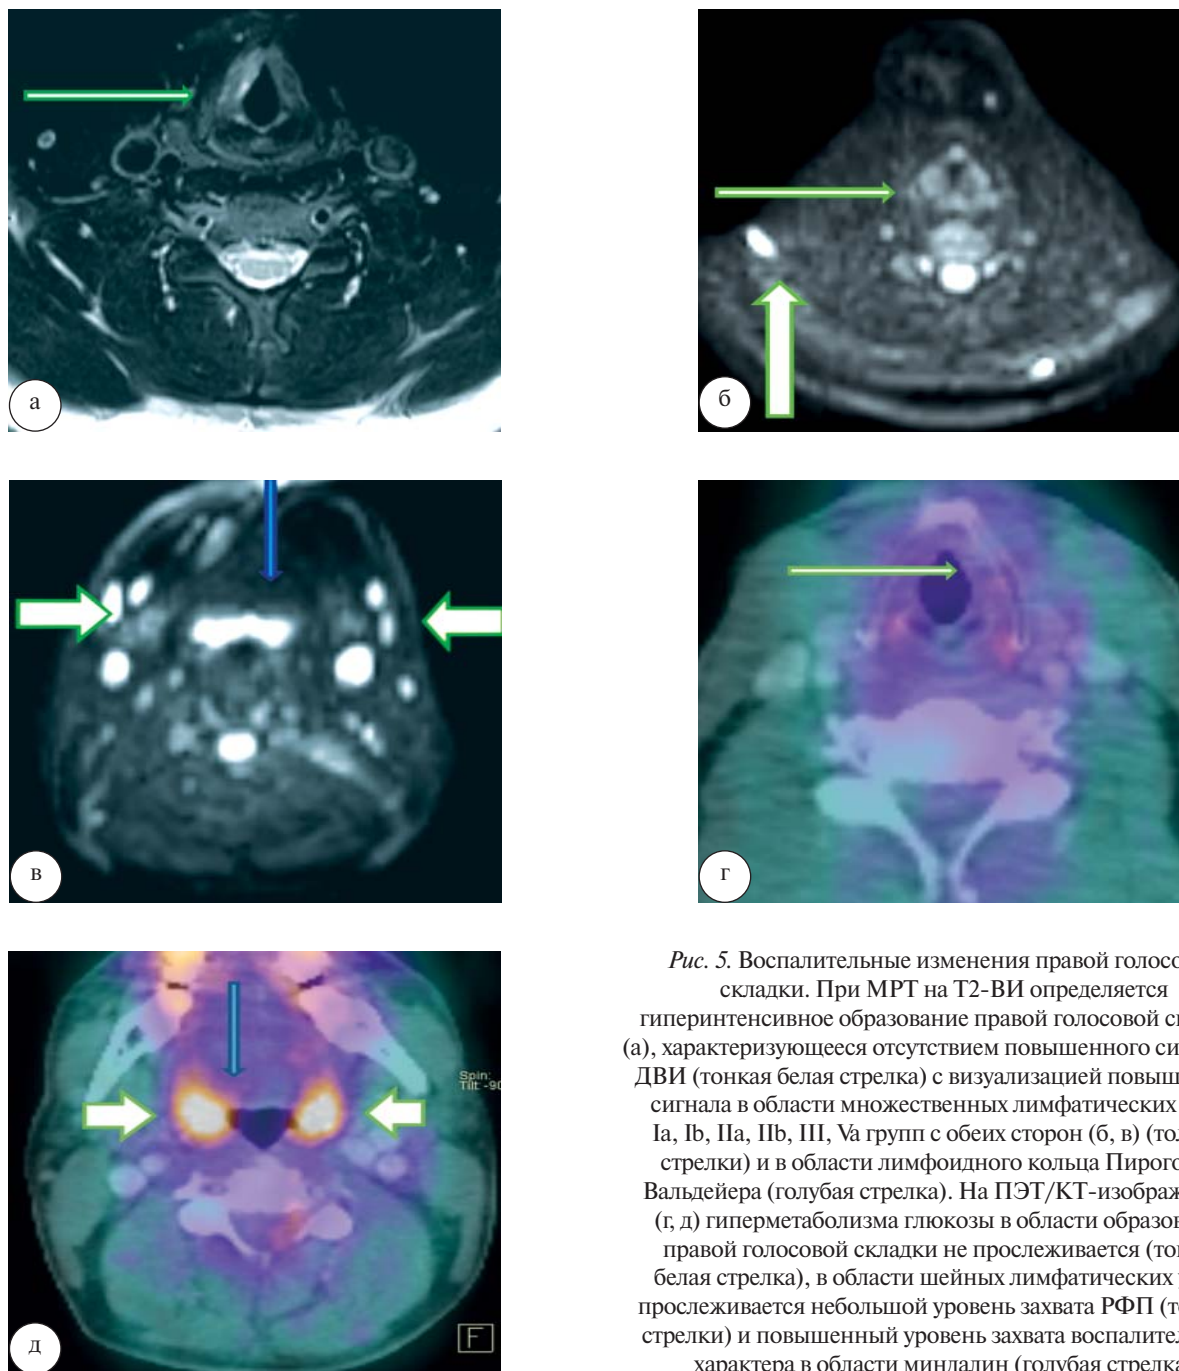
Воспалительные изменения правой голосовой складки. При МРТ на T2-ВИ определяется гиперинтенсивное образование правой голосовой складки (а), характеризующееся отсутствием повышенного сигнала на ДВИ (тонкая белая стрелка) с визуализацией повышенного сигнала в области множественных лимфатических узлов Ia, Ib, IIa, IIb, III, Va групп с обеих сторон (б, в) (толстые стрелки) и в области лимфоидного кольца Пирогова – Вальдейера (голубая стрелка). На ПЭТ/КТ-изображениях (г, д) гиперметаболизма глюкозы в области образования правой голосовой складки не прослеживается (тонкая белая стрелка), в области шейных лимфатических узлов прослеживается небольшой уровень захвата РФП (толстые стрелки) и повышенный уровень захвата воспалительного характера в области миндалин (голубая стрелка)
